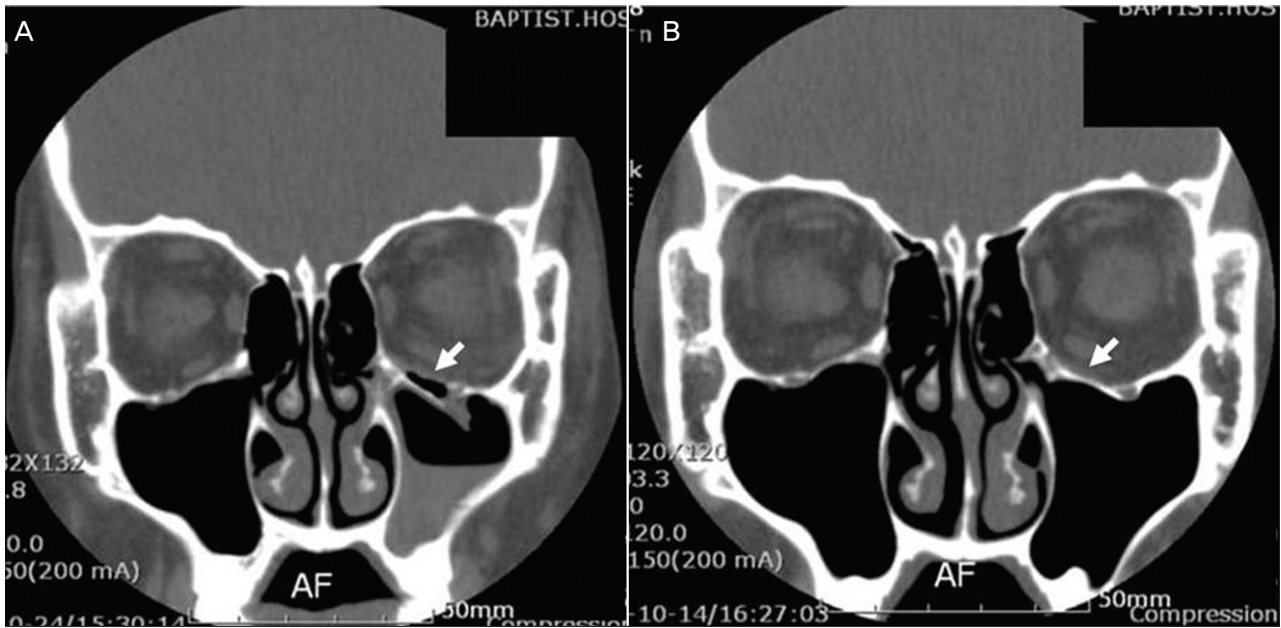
(A) A postoperative CT scan, coronal section, 2 days after the operation. The plate showed adequate strength to bridge the bony defect in the left eye. The resorption of Macropore[®] was graded 2 and the degree of bone healing was graded 0 (see arrow). (B) A postoperative CT scan, coronal section, 23 months after the operation. The bone healing took place totally along the fracture line. CT scan showing the part of Macropore[®] over new growing bone in the left eye. The resorption of Macropore[®] was graded 1 and the degree of bone healing was graded 2 (see arrow).
